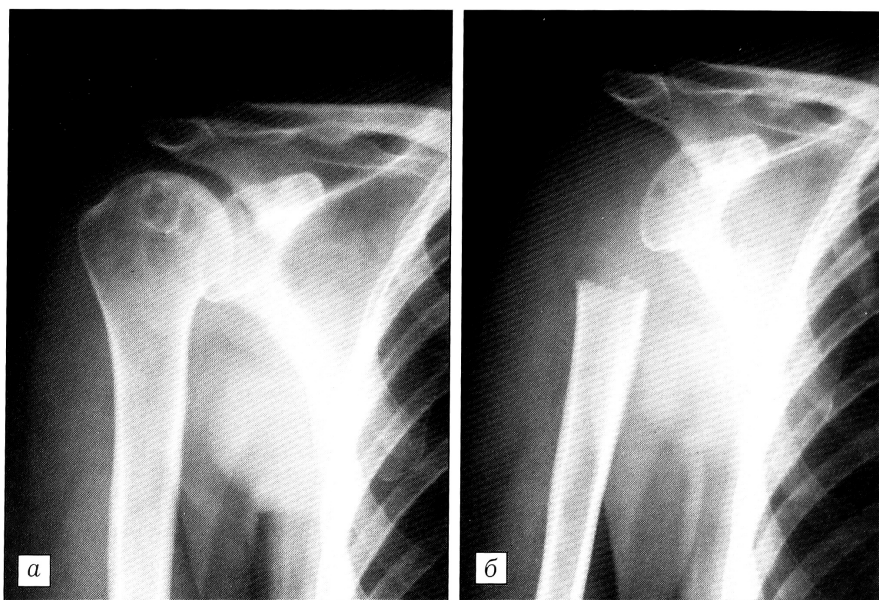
Рентгенограммы больной П. до (а) и после (б) операции.
